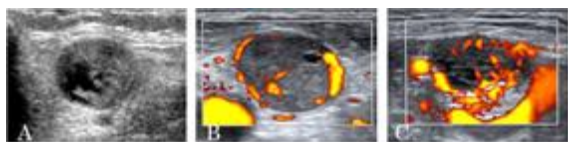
頸部リンパ節転移と診断する超音波所見。A. 超音波Bモード。強い内部エコーを認める。B. 超音波ドプラモード。リンパ節辺縁に血流を認める。C. 超音波ドプラモード。リンパ節内部に散在性の血流を認める。
